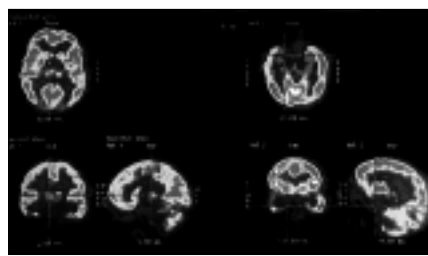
Autismo infantil precoz (estudio PET-FDG). Se observa una grave disminución del metabolismo talámico bilateral, región motora superior y medial bilateral así como precentral media derecha.
